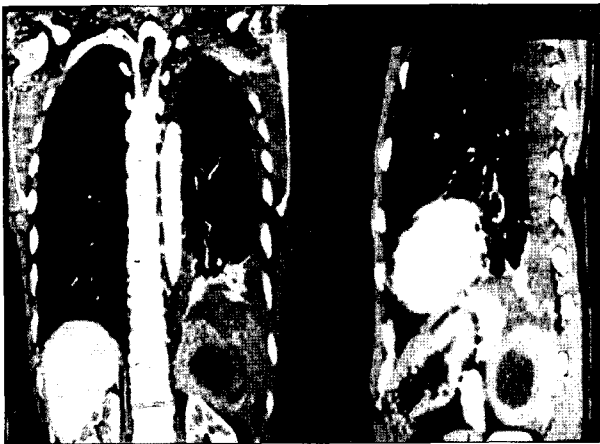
Chest CT showing large mass with effusion in left hemithorax.
